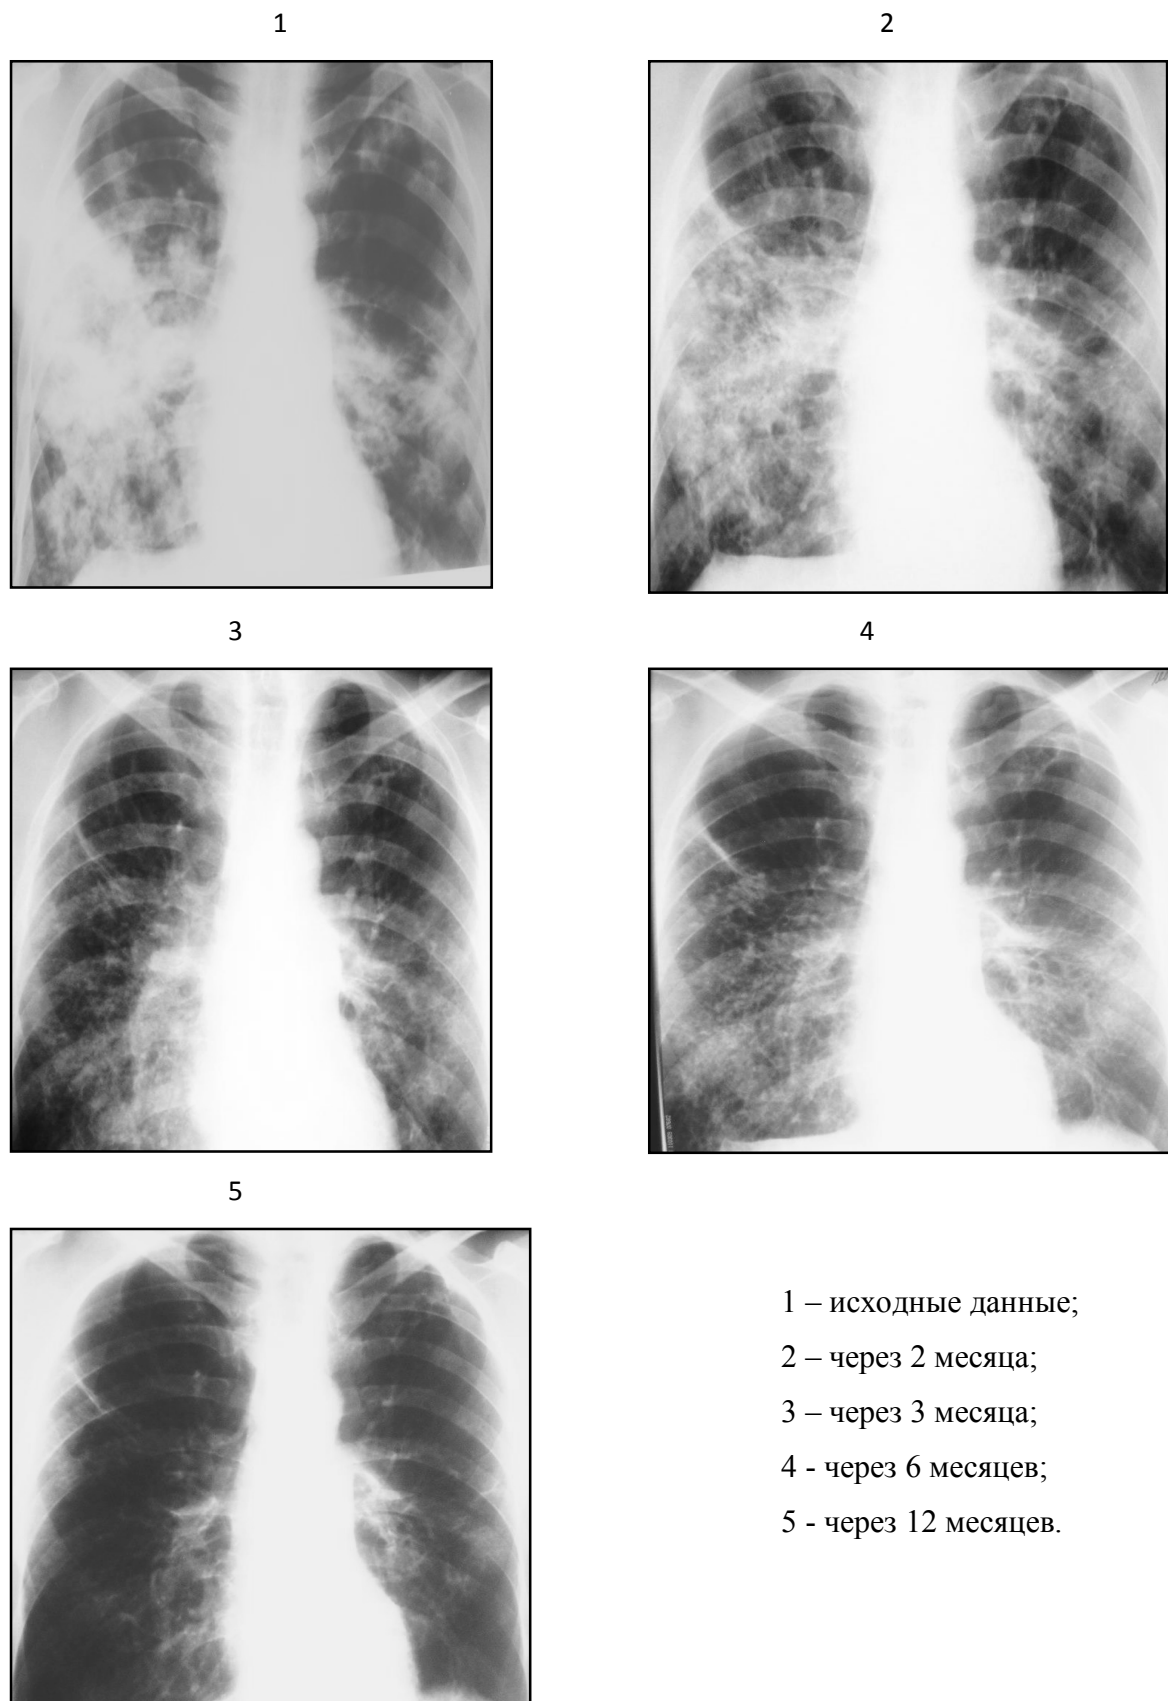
Рентгенологическая динамика больного Г. (третья основная группа)
